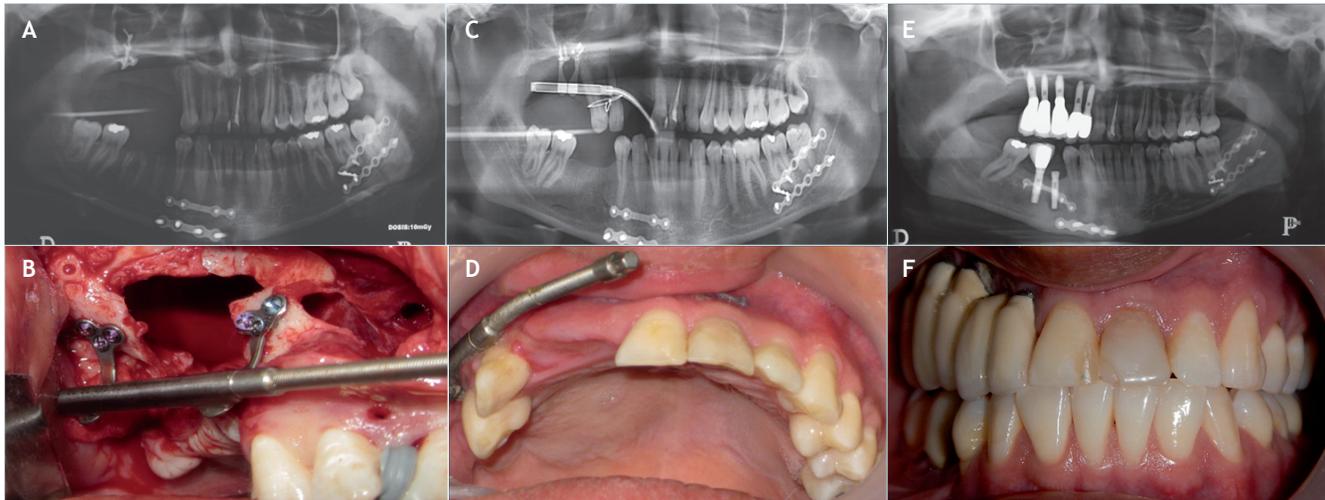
TOMx. Paciente masculino de 23 años con antecedente de trauma facial por colisión en embarcación. Fig. 2A. Radiografía preoperatoria, defecto óseo maxilar derecho. Fig. 2B. Fotografía intraoperatoria, colocación de distractor mandibular izquierdo en posición invertida abierto para activación antihoraria, disco de transporte dientes 12 y 13. Fig. 2C. Radiografía panorámica en período de activación. Fig. 2D. Fotografía intraoral final DO, obtención de 18 mm. Fig. 2E. Radiografía postoperatoria, 5 implantes en posición con estructura metálica adaptada. Fig. 2F. Fotografía intraoral prótesis implantosoportada metal porcelana.
